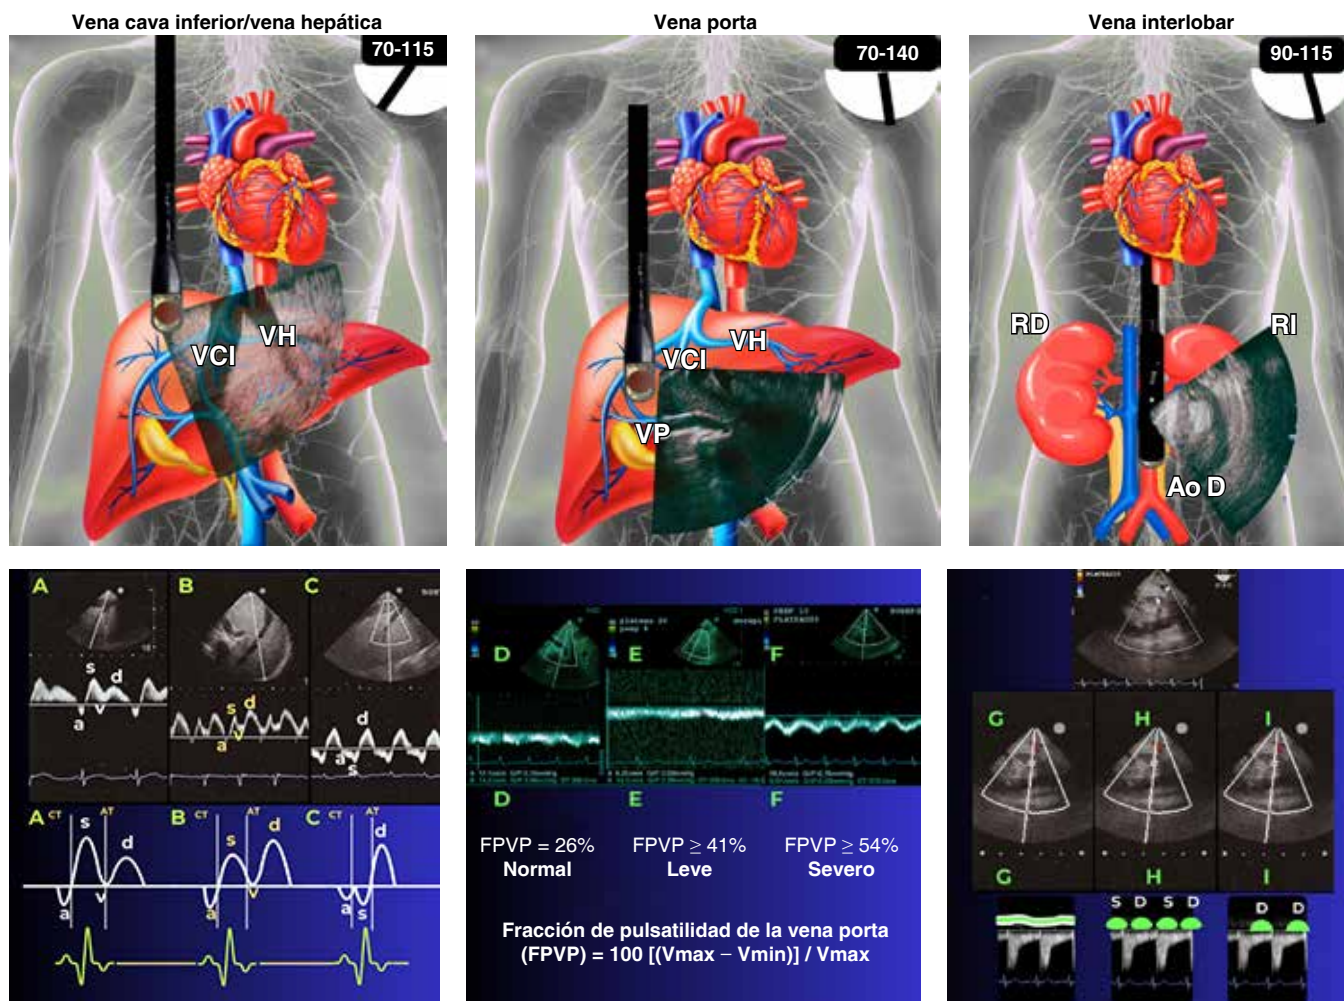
Representación esquemática del T-VExUS y su interpretación con Doppler pulsado. VH y VCI. A) Patrón normal. B) Alteración leve. C) Alteración severa. Vena porta: D) Normal. E) Alteración leve. F) Alteración severa. Vena renal interlobar o intrarrenal. G) Normal. H) Alteración leve. I) Alteración severa. FPVP = fracción de pulsatilidad de la vena porta. T-VExUS = Transesophageal echocardiography-Venous Excess UltraSound (ecocardiografía transesofágica-ultrasonografía del exceso venoso). VCI = vena cava inferior. VH = vena hepática. VP = vena porta.
